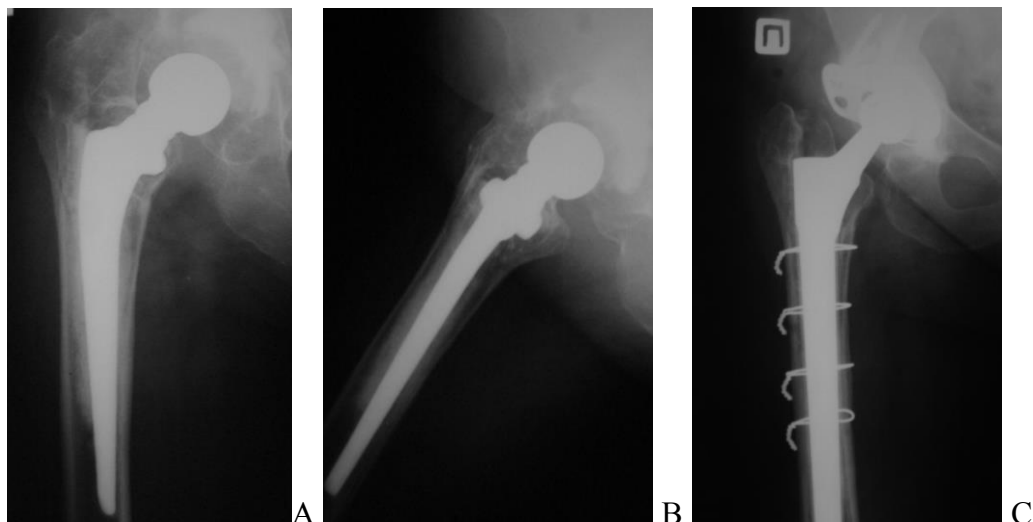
А и В. Рентгенограммы пациентки В. 72 лет. Асептическая нестабильность эндопротеза Мовшовича правого тазобедренного сустава, прямая и боковая проекции. С. Рентгенограмма через 4 года после ревизионной операции, выполнялась костная пластика дна вертлужной впадины губчатыми аллотрансплантатами, установка укрепляющего кольца типа Мюллера и all poly чашки ЭСИ.
